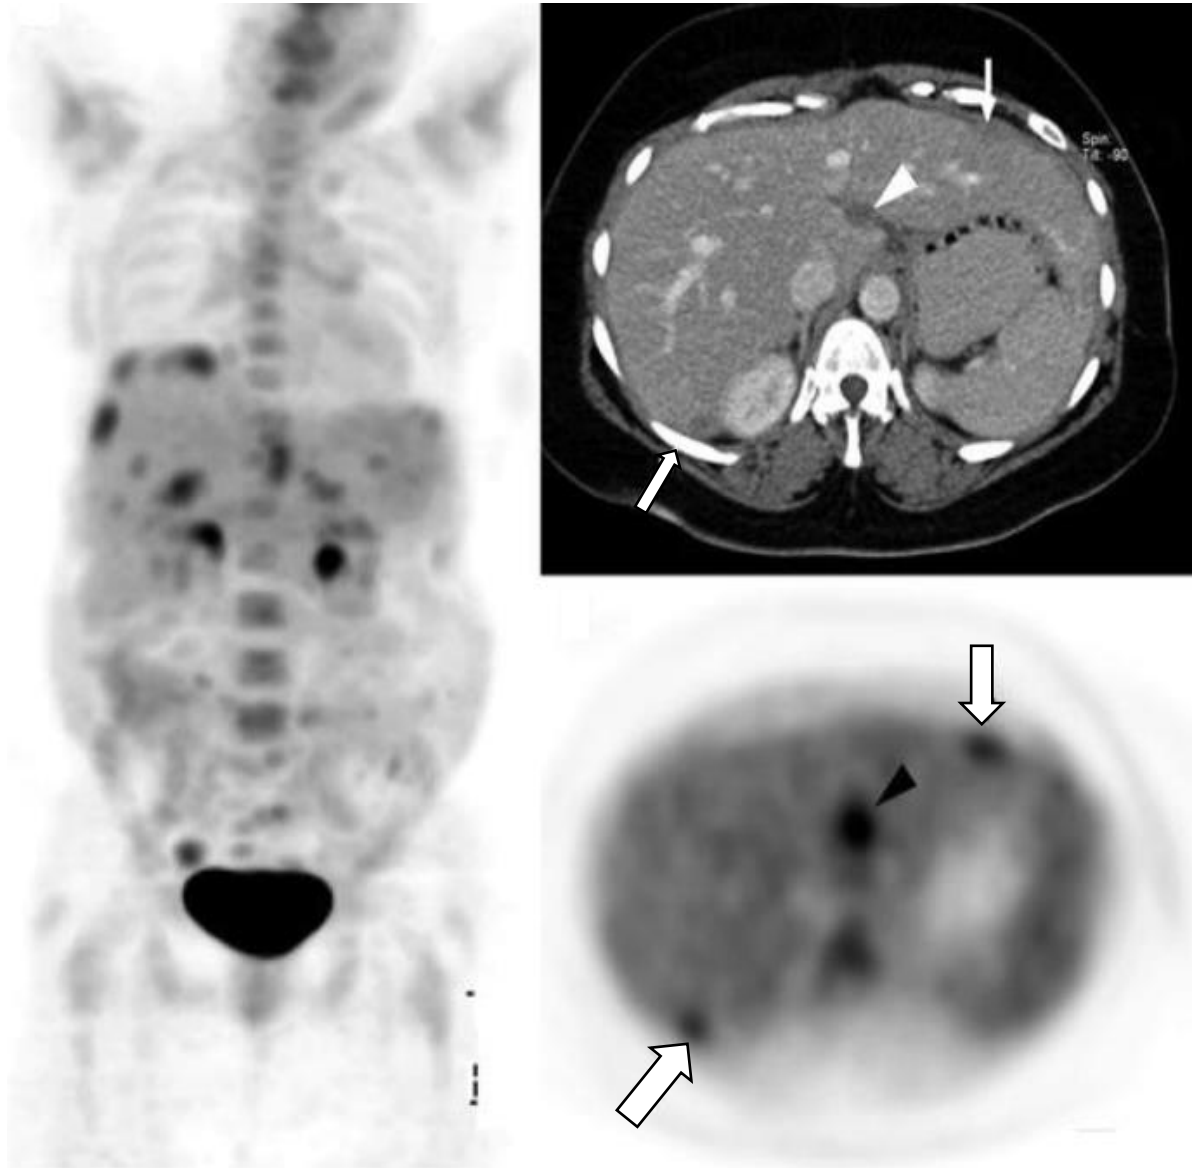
Множественные мтс очаги в прикультевой области, а также по капсуле и паренхиме печени при рецидиве РЯ по данным ПЭТ-КТ
